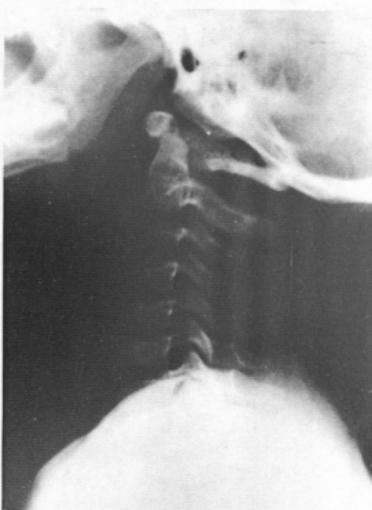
Preoperative radiograph of neck lateral.
